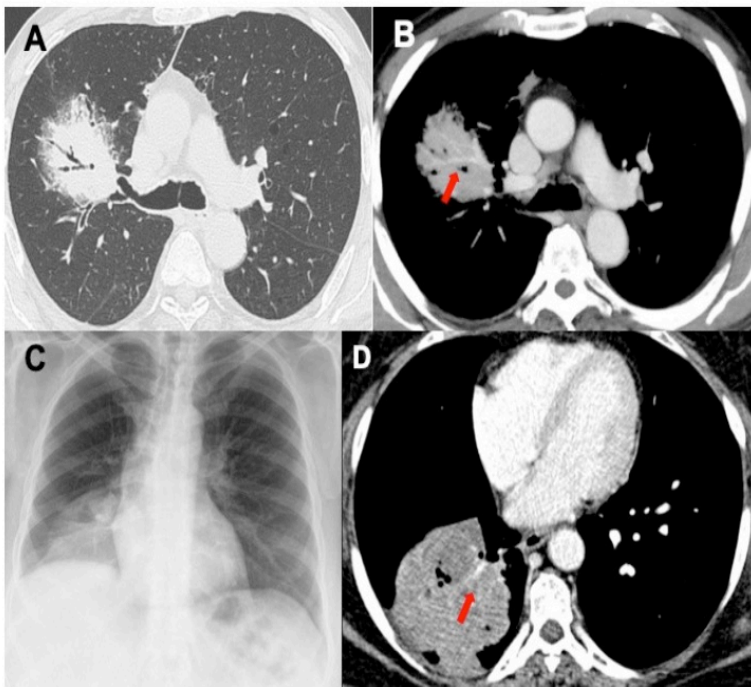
Chest CT of a primary MALT lymphoma expressed as consolidations with air bronchogram (A) and angiogram sign (B—red arrow). Images in (C,D) show a DLBCL primary lymphoma manifested as a necrotic mass: chest radiograph in (C) shows an opacity in the right lower lobe; the chest CT study in (D) confirms the presence of a mass within the angiogram (red arrow) and air bronchogram signs.
